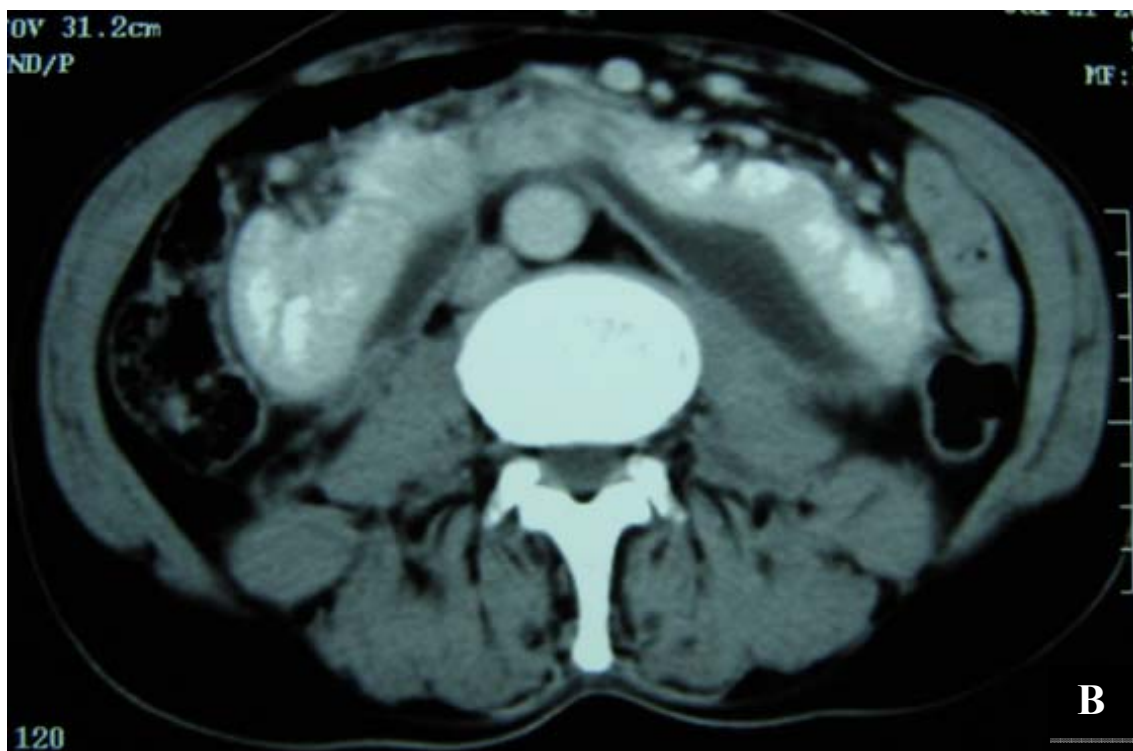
(B) TDM de contrôle à J10: hématome liquéfié sous capsulaire.
